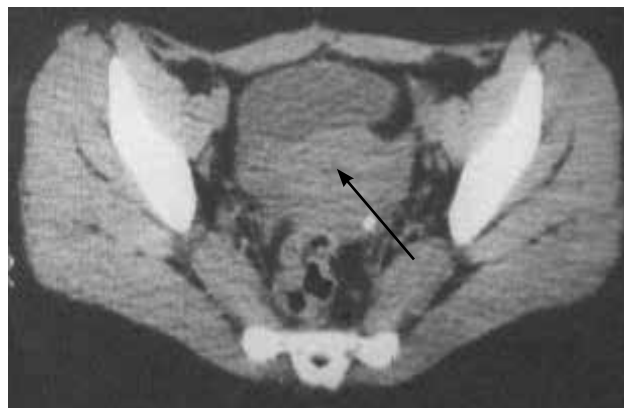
На КТ определяется многокамерное образование правого яичника
